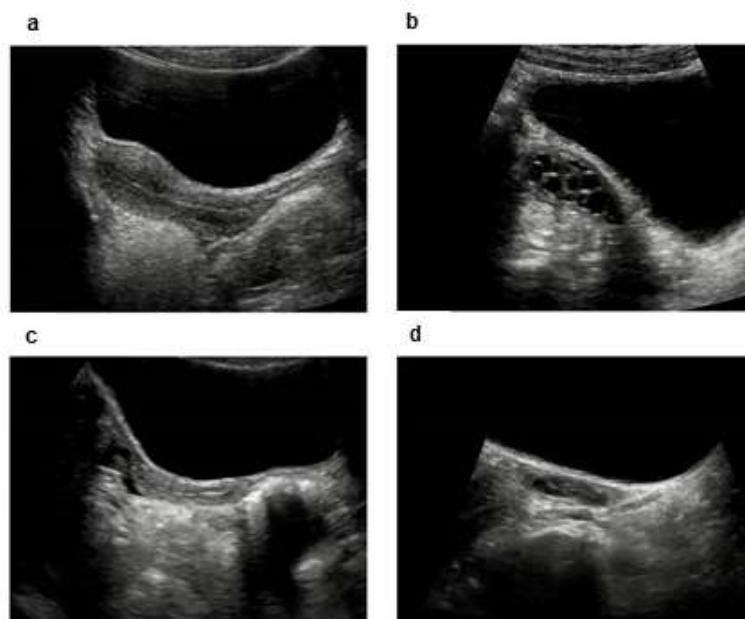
Ultrassonografia pélvica com imagem do útero e ovário antes (a e b) e durante o tratamento (c e d) com aGnRH. (62)
